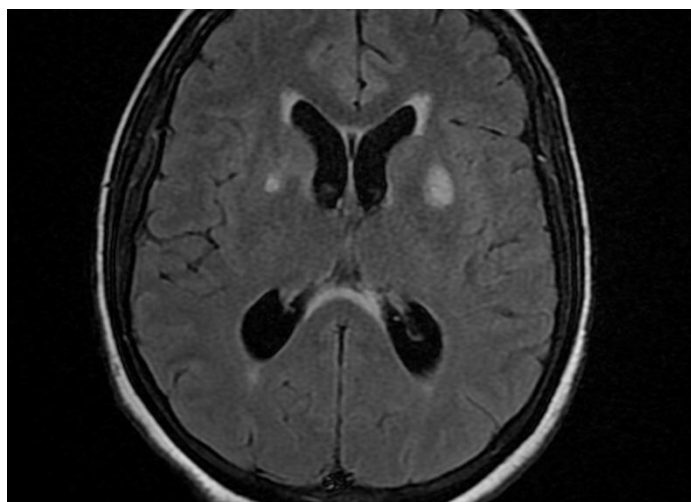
Séquence FLAIR mettant en évidence des hypersignaux bilatéraux des noyaux lenticulaires à prédominance gauche et une hydrocéphalie
